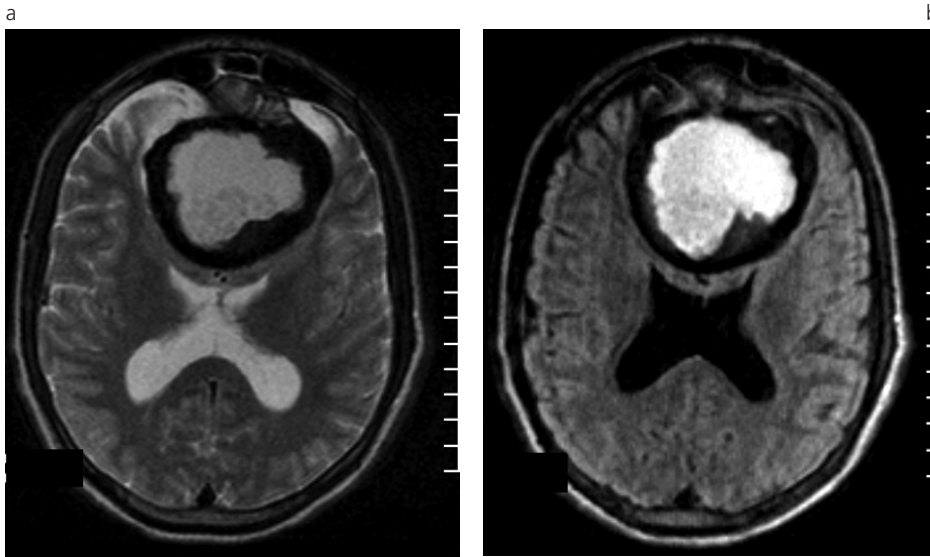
(a) Tumor rabdoide. RM plano axial, imagen ponderada en T2. Nótese el anillo periférico hipointenso. La porción central conserva la señal hiperintensa. (b) Tumor rabdoide. RM plano axial, secuencia FLAIR. Se destaca la falta de edema periférico.
